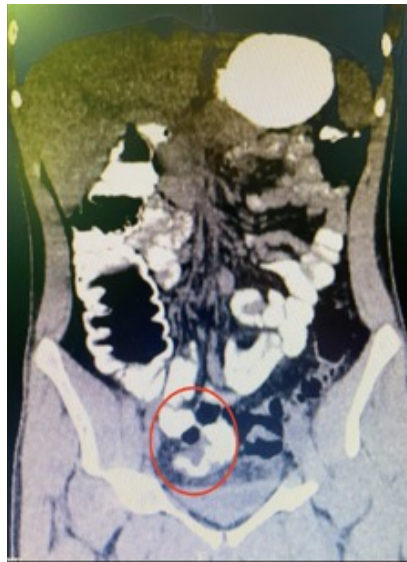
Tomografía abdominopélvica que evidencia la presencia de una estructura tubular en fondo de saco ciego con contraste en su interior, compatible con divertículo de Meckel.
